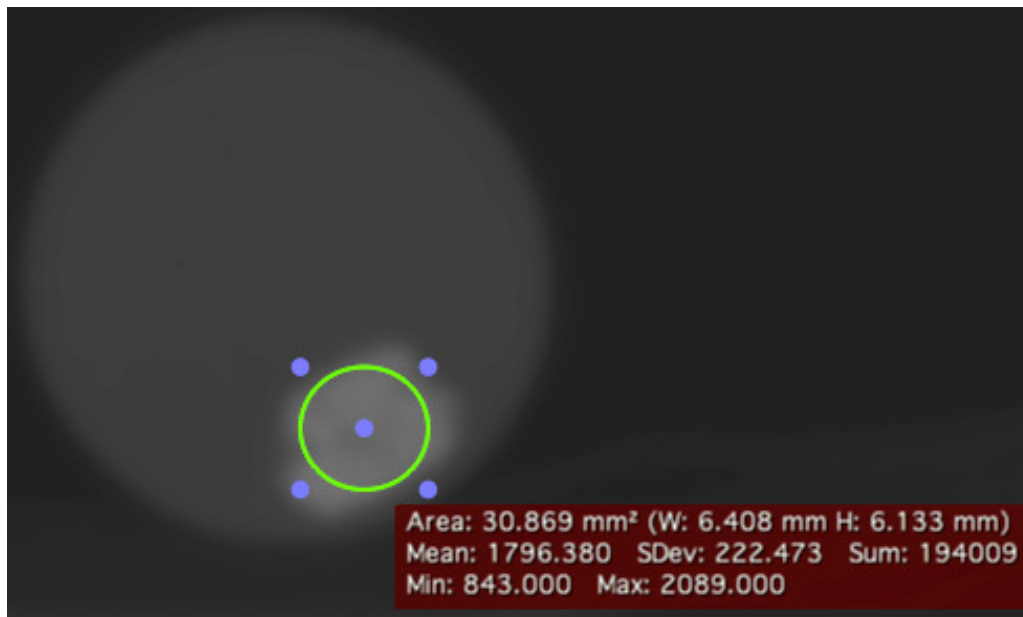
REALIZAÇÃO DE TOMOGRAFIA NAS AMOSTRAS
